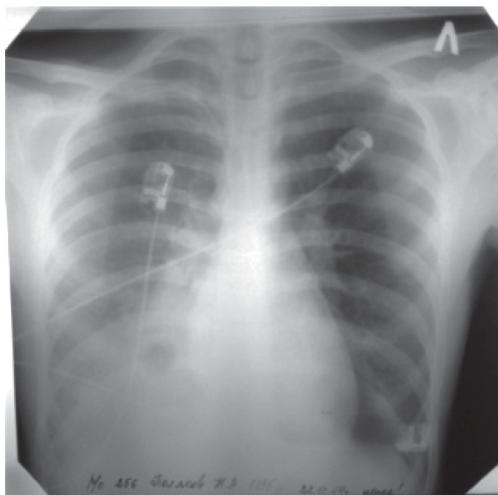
Обзорная рентгенография органов грудной полости от 22.12.2014 г.
